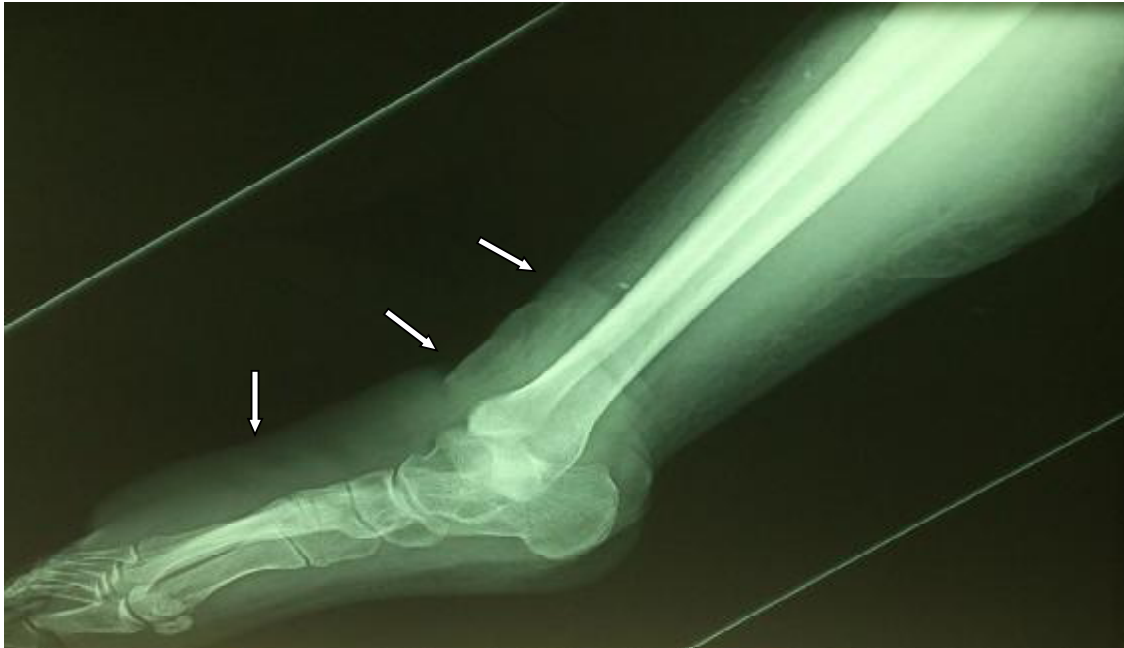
Radiographie standards de l'observation n°3
